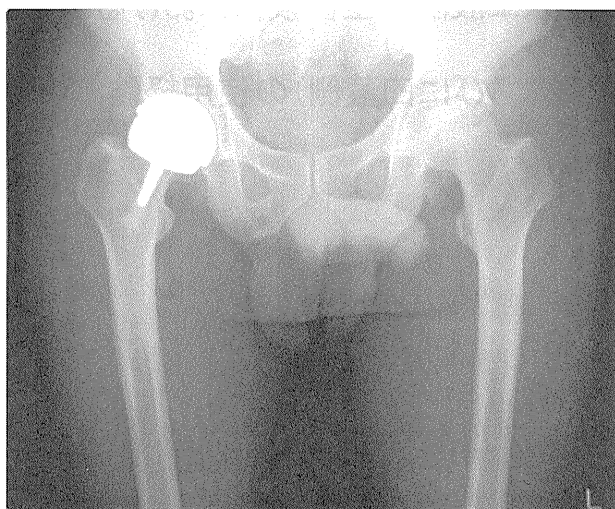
本症例の表面置換型人工股関節全置換術後の単純X線像
